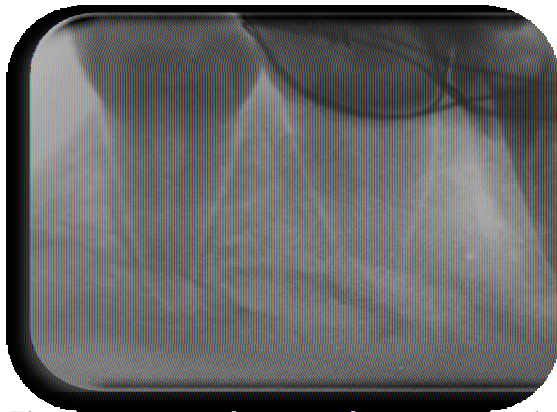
radiographie de contrôle à un mois sur la 43
